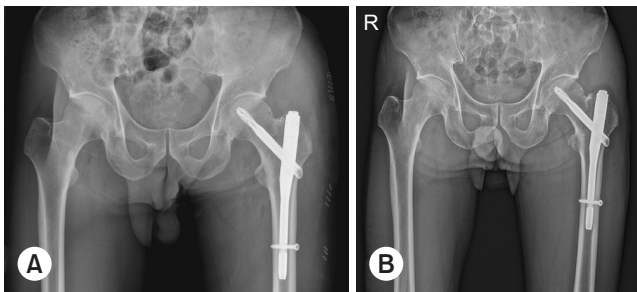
(A) A 60-year-old male patient underwent surgical treatment for a left femoral intertrochanteric fracture. (B) During the second week of postoperative rehabilitation, the patient complained of worsening pain and underwent follow-up radiography. Radiographs revealed an avulsion fracture accompanied by small bone fragments at the left femoral neck region.
